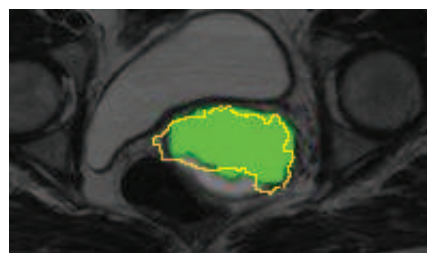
Imagem segmentada com 96% de sensibilidade na PET e CT (traço amarelo) sobre a imagem de MRI
